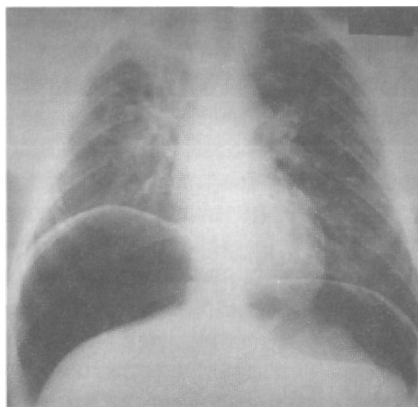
Рентгенограмма больного с пневмоперитенеумом
